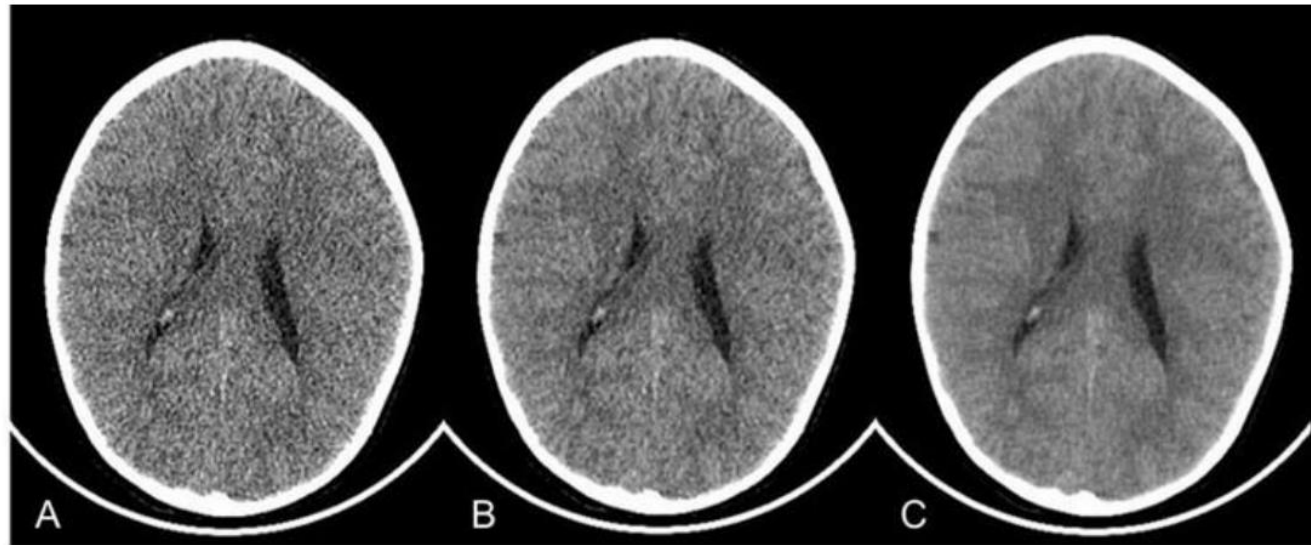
An example of A) traditional (FBP; standard filter), B) iterative reconstruction (ASiR-V 50%) and C) deep-learning based reconstruction (TrueFidelity High) from the same raw-data in a neurological brain scan performed with GE Revolution CT for a 5 years old girl.
